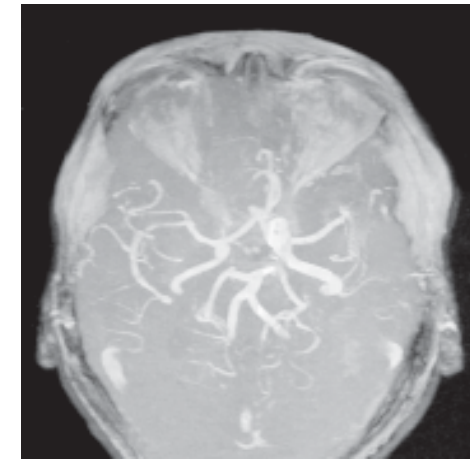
Angiorresonancia. Se observan los vasos del polígono de Willis.
